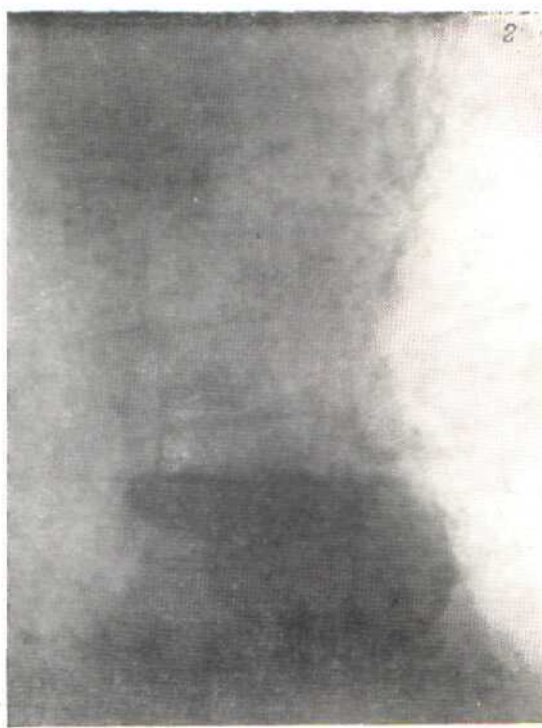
Рентгенограммы желудка исследуемой Д-й.
